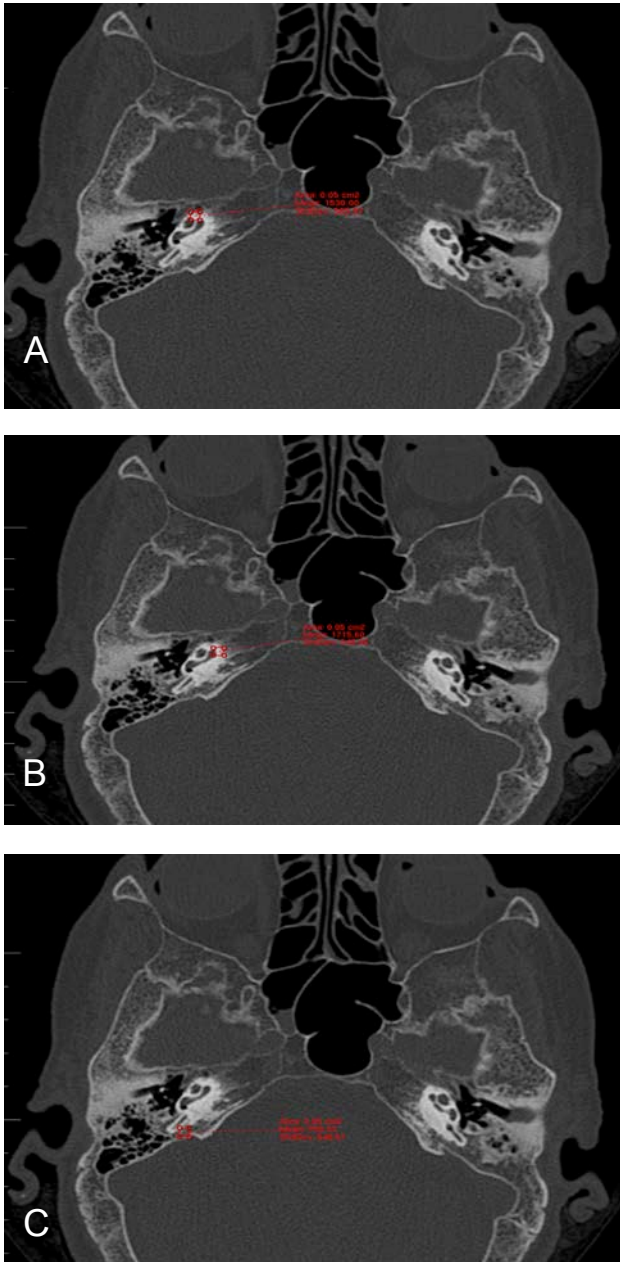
Selección de 3 regiones de interés (RI) en TC de sujeto con afectación por hueso pagético. A: RI1: Ántero-medial a la espira apical de la cóclea. B: RI2: Ántero-medial a la espira basal de la cóclea. C: RI3: Adyacente a la zona póster-medial a la cóclea junto al borde posterior del peñasco.
